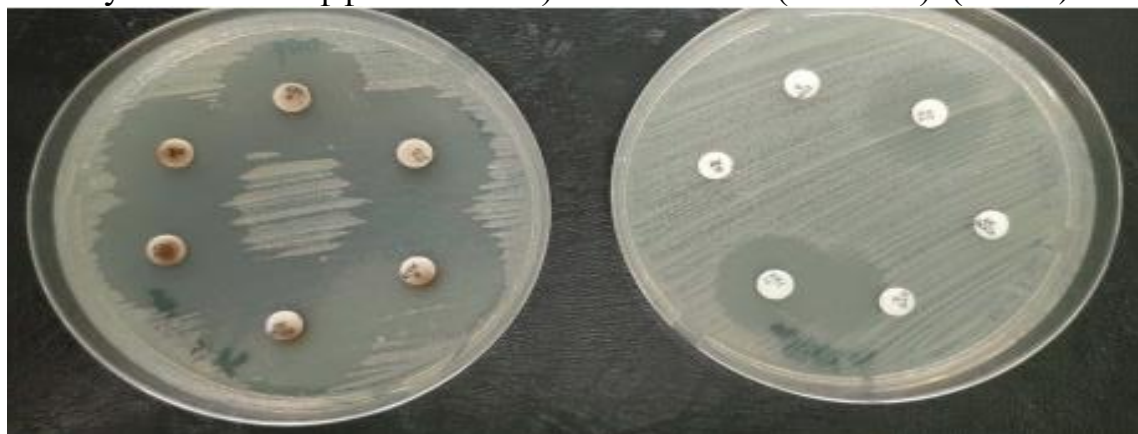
Пример формирования ЗЗР с дисками без нанесения КТ (справа) и нанесенными КТ CdTe/Cd МРА 710 (слева)
